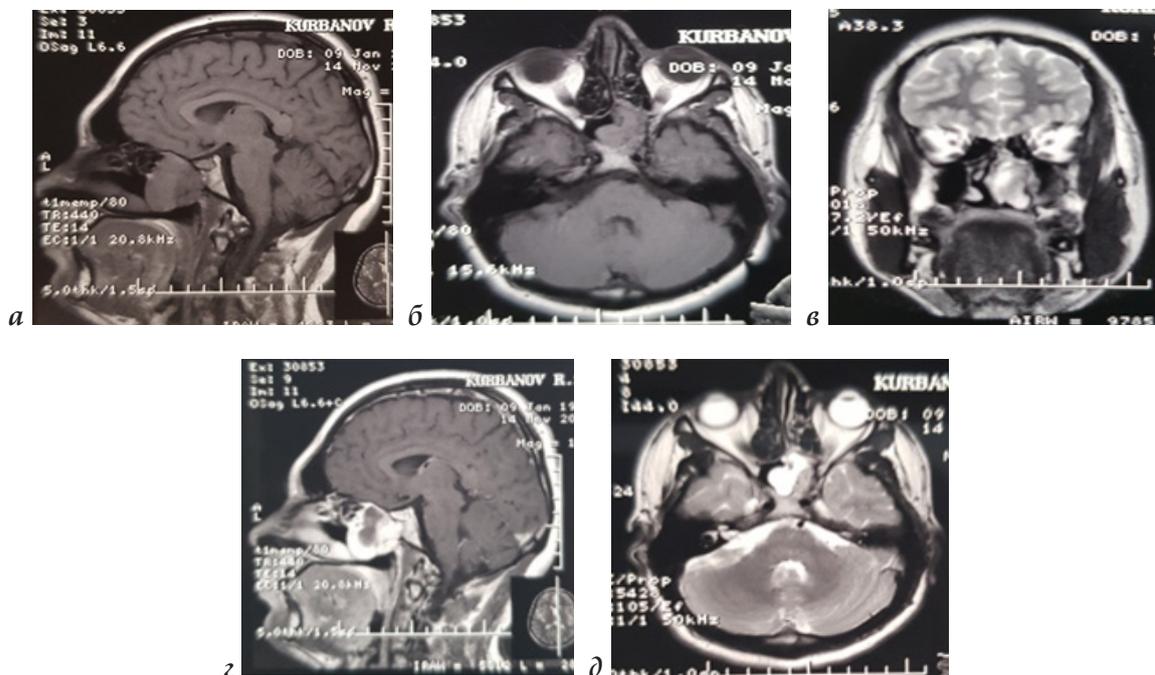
Фрагменты МРТ околоносовых пазух больного 20 лет. ЮАОЧ (рецидив) через год после операции (а, б - без контрастирования; в, г, д - с контрастным усилением)
